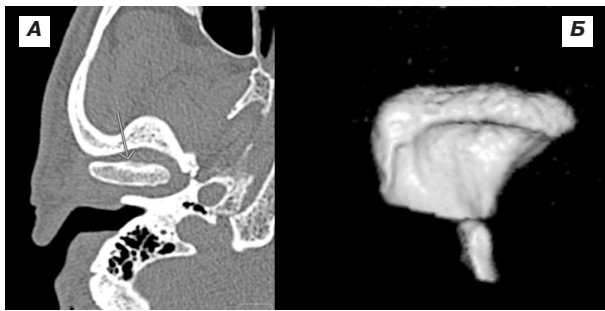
МСКТ СНЩС при дегенеративних змінах: А – остеопіт (стрілка); Б – остеопіт в режимі 3D реконструкції; В, Г – зміни контуру та форми поверхні ГНЩ, характерні для остеосклерозу (стрілки).
